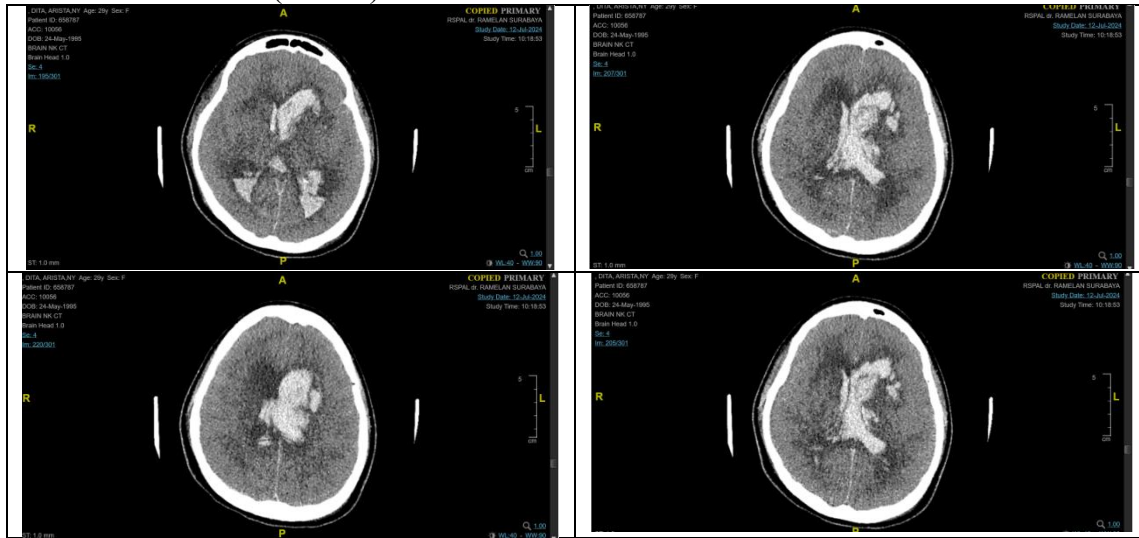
Gambaran CT scan
